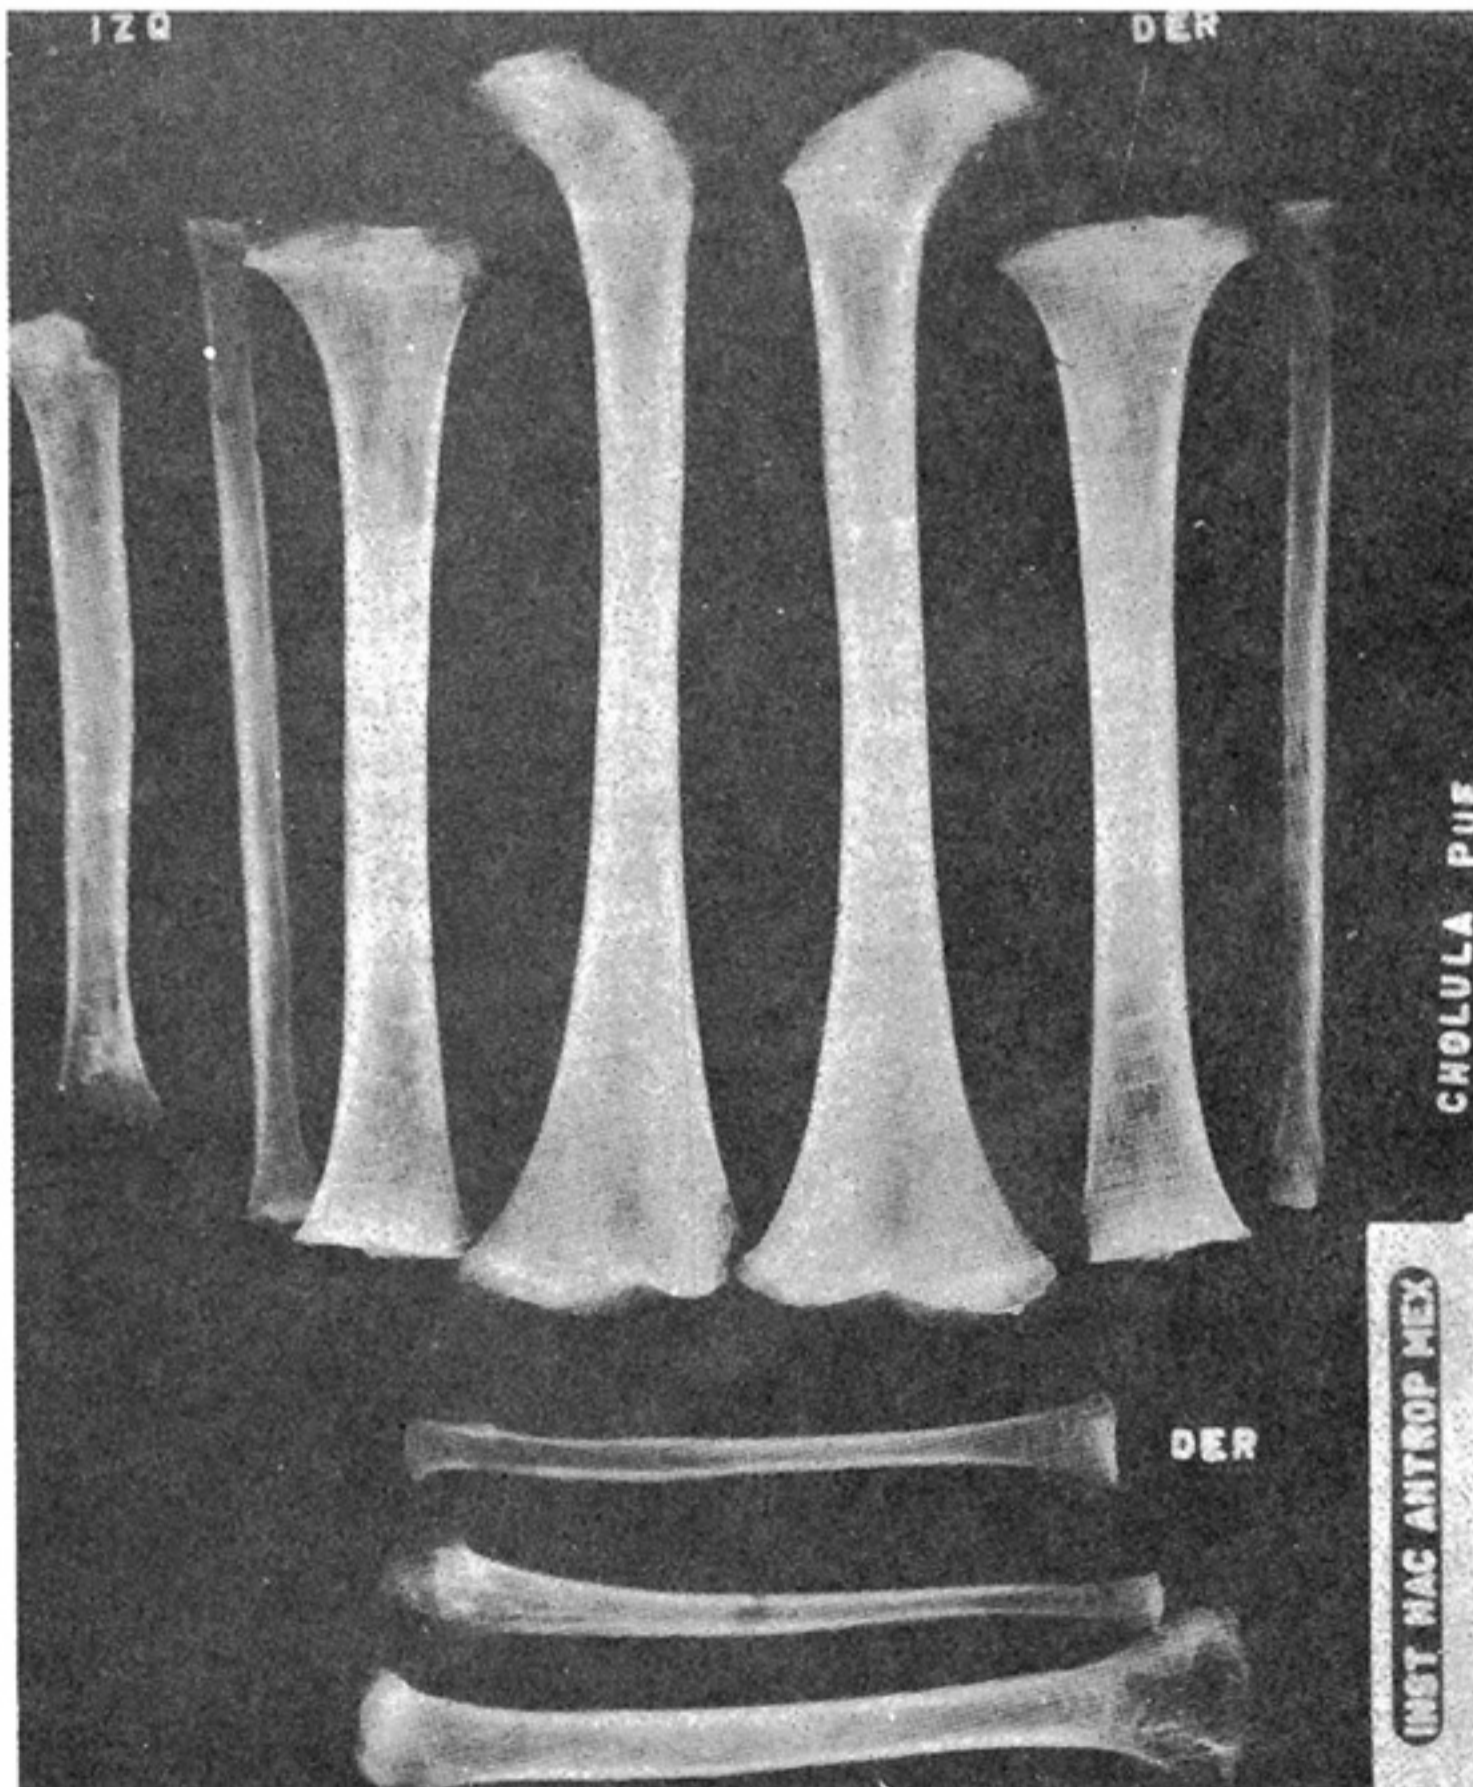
Cholula, Puebla. Entierro 267. Radiografía de los huesos largos de un individuo de tercera infancia, con líneas de Harris.
